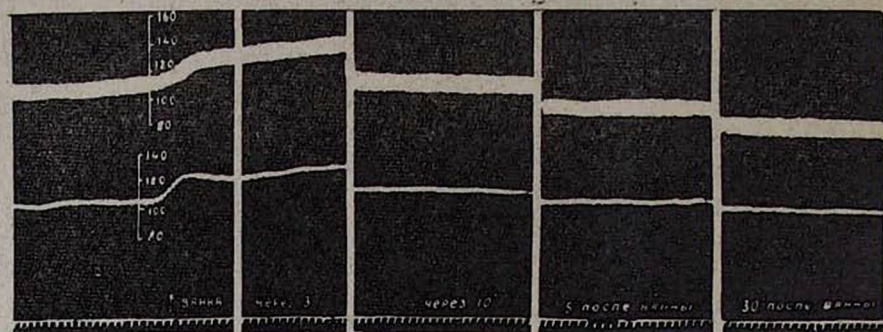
Изменение тонуса коронарных сосудов и системного давления при воздействии арзнинских углекислых минеральных ванн. Сверху вниз: перфузионное давление, артериальное давление, отметка времени 5 сек.
